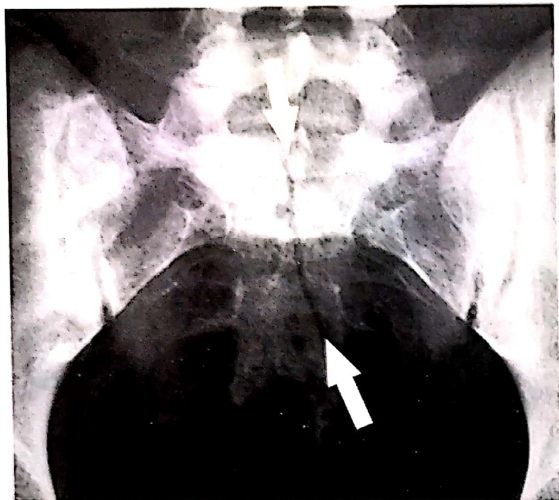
Fractură de sacru în zona III – radiografie de bazin, imagine de față.
